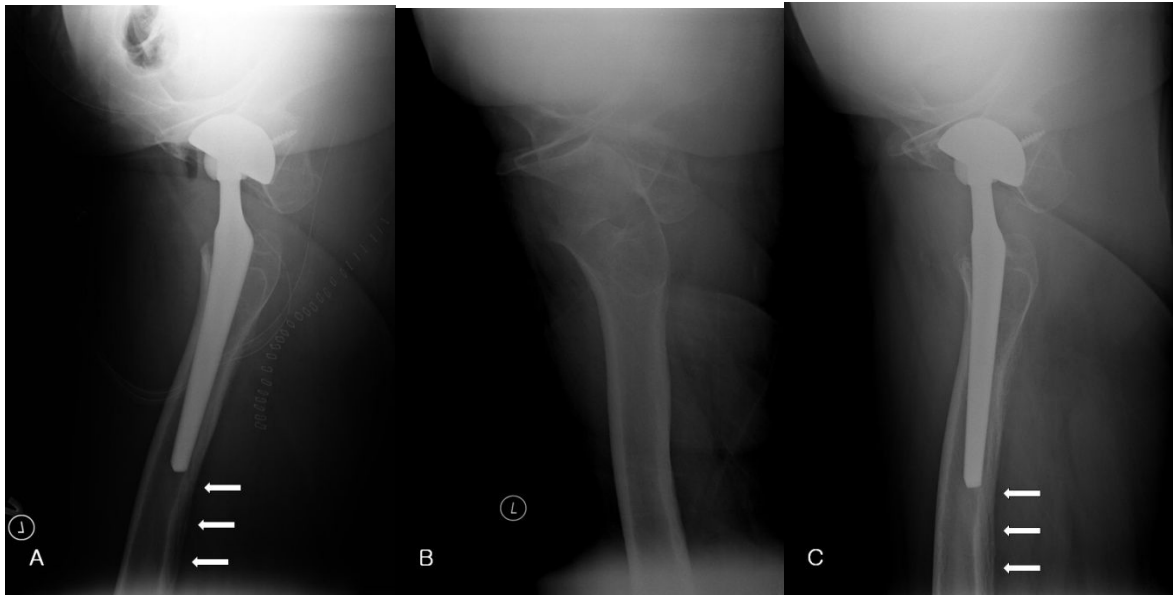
61 years old female with total hip arthroplasty. (A) Abnormal radiolucent line (arrow) by post-operative radiograph. (B) Preoperative cross table lateral view. (C) At 3 months post-operative cross table lateral view, no visible bony change around the previous radiolucent line.
